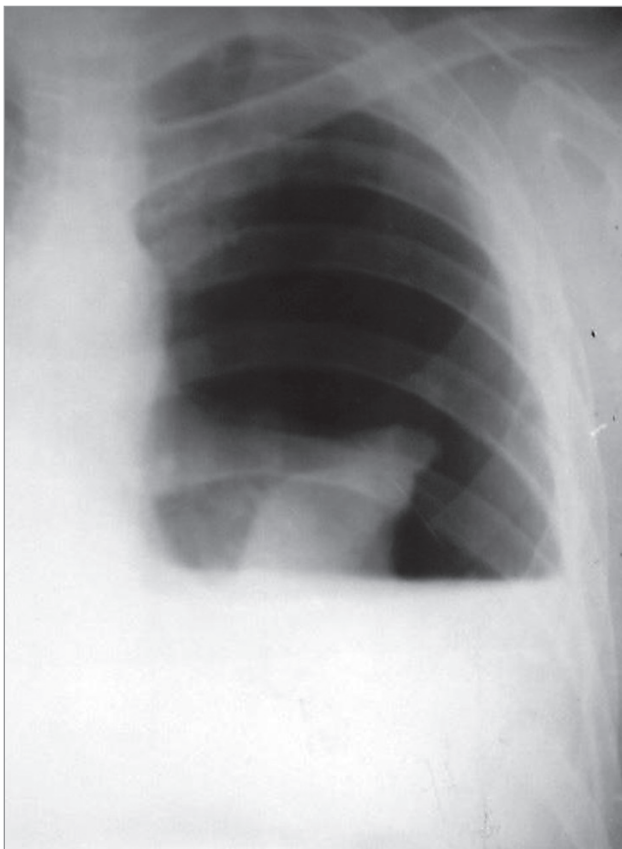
Диффузная злокачественная мезотелиома плевры слева, осложненная гидропневмотораксом. Рентгенография
